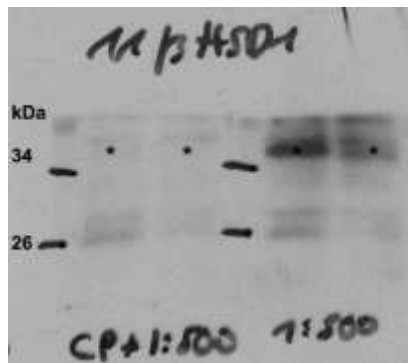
Spezifität des 11 $\beta$ -HSD1-Antikörpers (34-kDa-Bande, mit \* markiert) auf Röntgenfilm belichtet: Links das Ergebnis des Ansatzes mit Blockierungspeptid (CP), rechts ohne.
